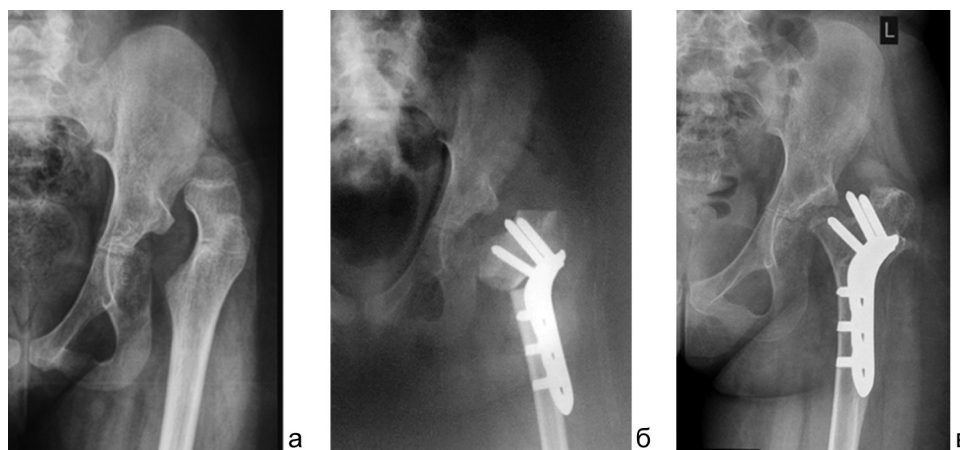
Рентгенограммы левого тазобедренного сустава в прямой проекции пациентки Тим.: а – до операции; б – в день операции; в – через 1,5 года после операции, отмечается уменьшение поперечного размера проксимального участка кости с выстоянием двух винтов в направлении края вертлужной впадины
